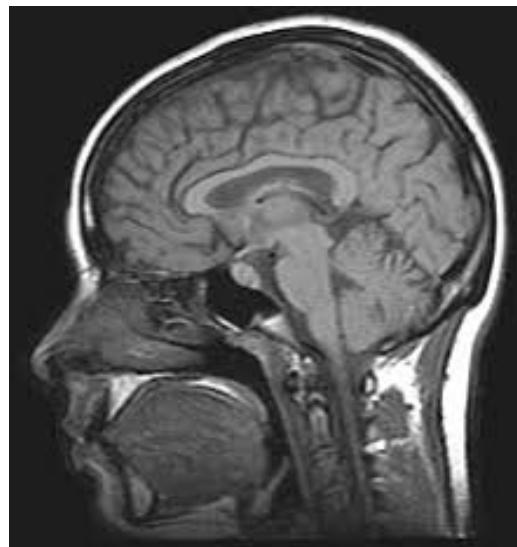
IRM del Cerebro
